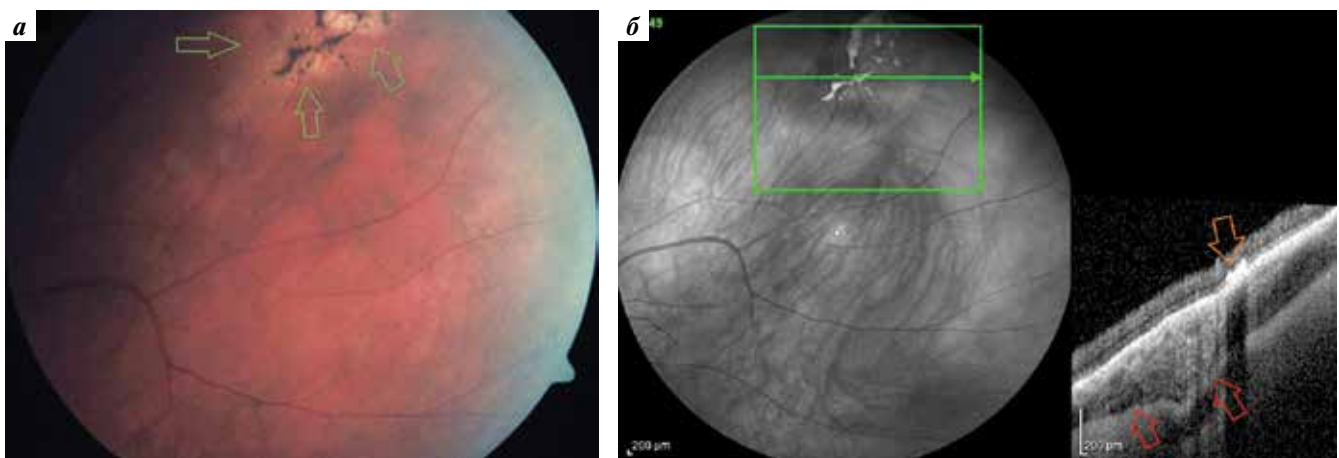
Фотография глазного дна правого глаза (а) и оптическая когерентная томография (горизонтальный срез через «малый» очаг) (б) пациентки К., 64 лет. Красными стрелками обозначено уплотнение хориоидального комплекса (формирующийся рубец), оранжевыми — зона изменений во внутренних слоях сетчатки, зелеными — границы метастатического очага
